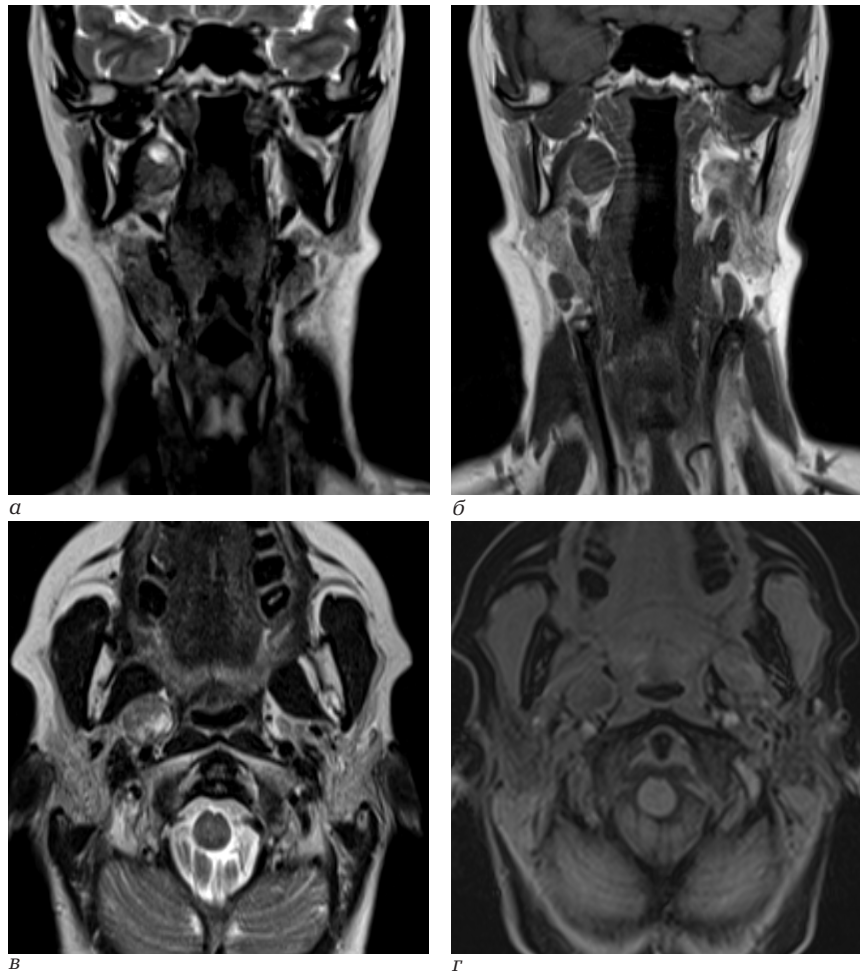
Пациентка С., 58 лет. Магнитно-резонансная томография: а – корональная плоскость T2 ВИ; б – корональная плоскость T1 ВИ; в – аксиальная плоскость T2 ВИ; г – аксиальная плоскость T1 ВИ после введения парамагнитного контрастного препарата
